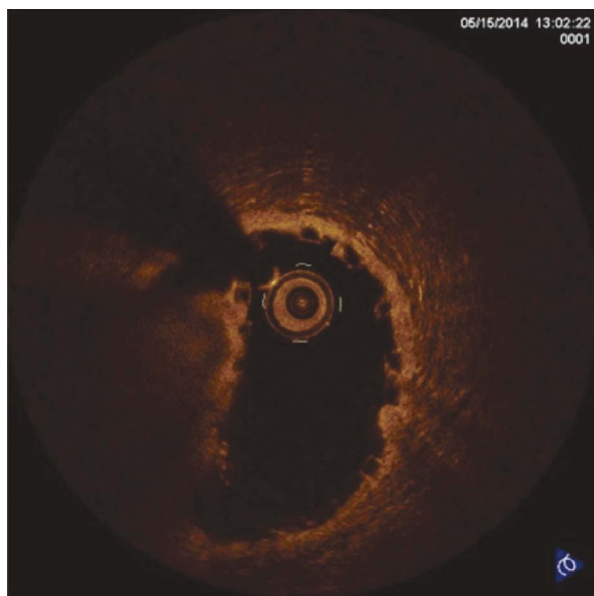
Оптическая когерентная томография. Эксцентричность раскрытия скаффолда
